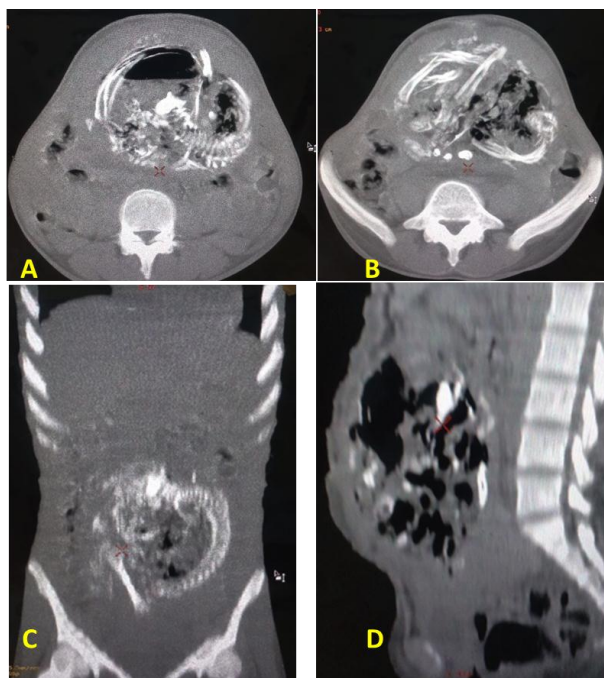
TDM en coupe axiale (A, B), en reconstruction sagittale (C) et coronale (D) en fenêtre parenchymateuse sans injection de produit de contraste montrant un fœtus abdominal.
